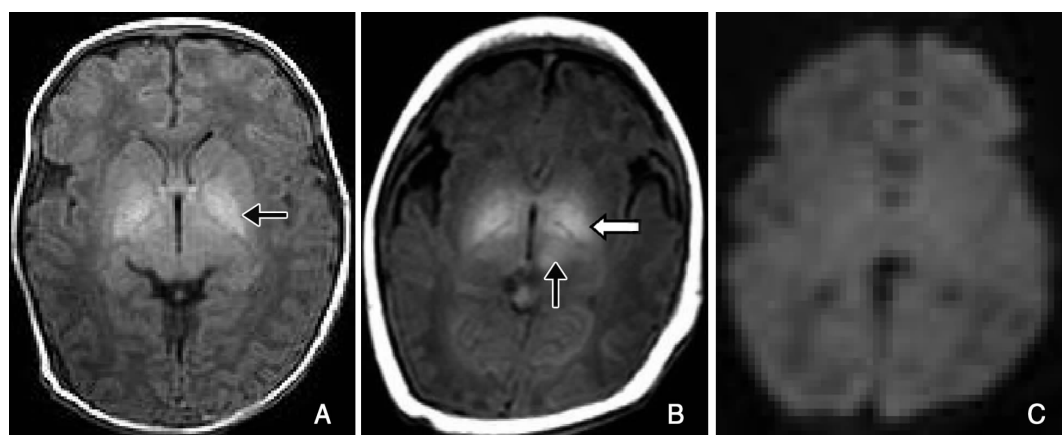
急性胆红素脑病患儿 MRI 表现 A:T₁WI 示仅见双侧苍白球区对称性高信号,边界清晰(←示),双侧壳核未见异常信号; B:T₁WI 示双侧苍白球(←示)、底丘脑(↑示)见片状高信号; C:DWI 示双侧基底节区未见异常信号。
